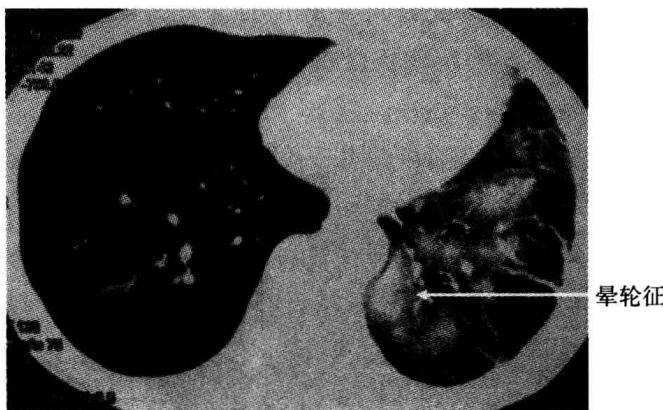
胸部 CT（2008 年 5 月 8 日）示左肺片状阴影，呈圆形，阴影周围呈现“晕轮征”
